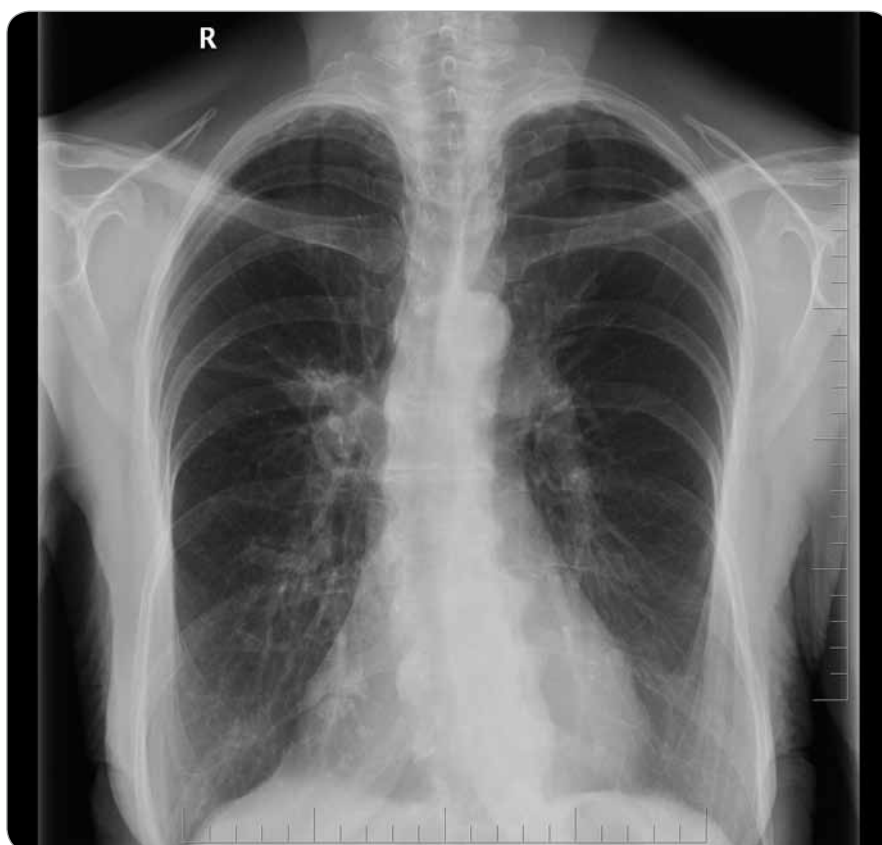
RTG plic před zahájením léčby.
